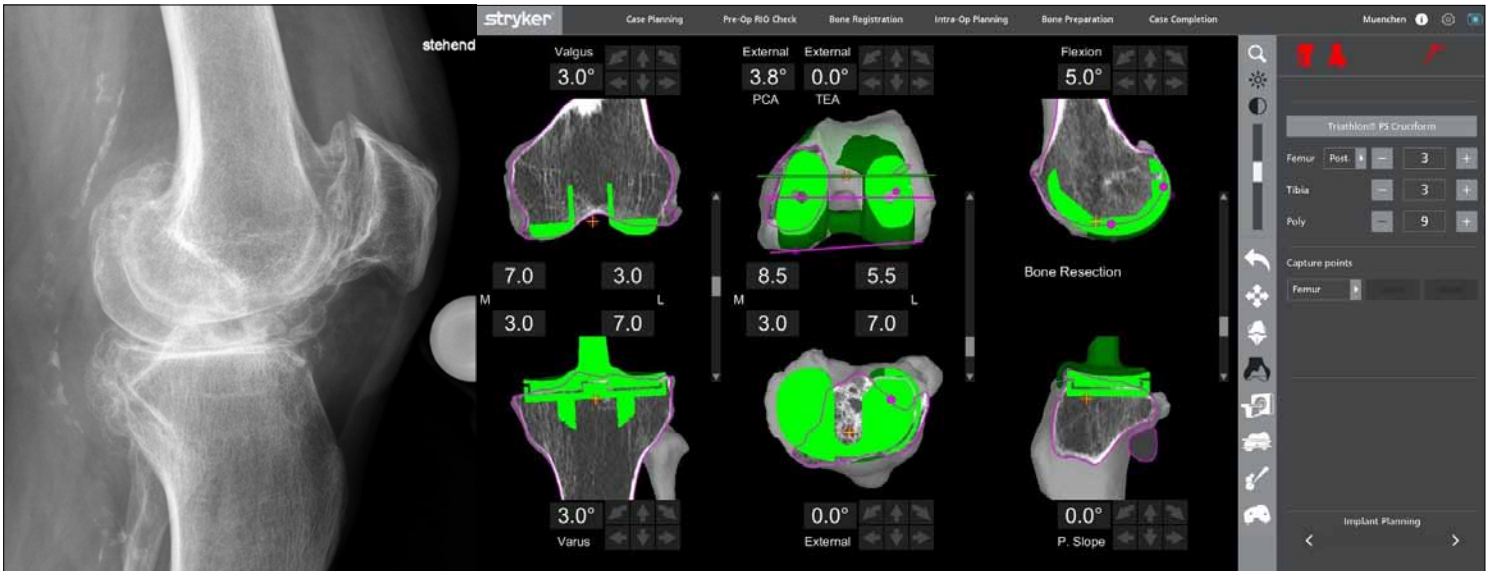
Osteoarthritis of the left knee: The Mako system creates a 3D-model of the patient's anatomy based on preoperative CT images in order to precisely determine the bone resection, the implant size and the implant positioning
